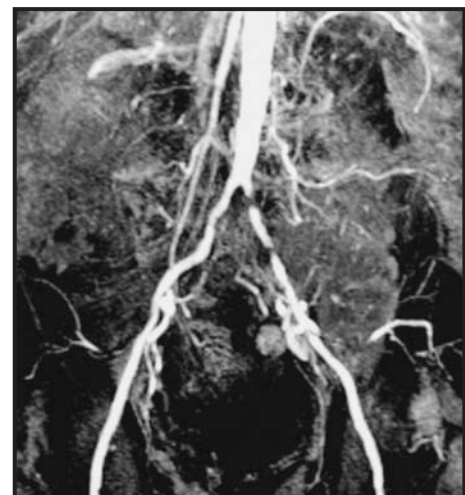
RM de primer paso en la fase dinámica con gadofosveset. Imagen MIP del sector aortoíliaco en la fase precoz arterial después de la sustracción en un paciente con trasplante renal izquierdo. El estudio demuestra la estenosis significativa en la arteria ilíaca común izquierda.
